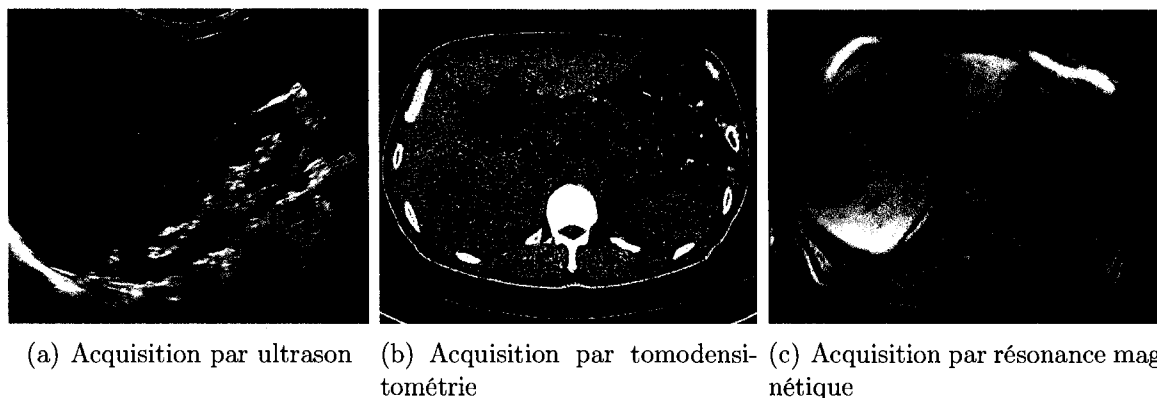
Acquisitions d'images du foie par les différentes techniques d'imagerie. Les figures représentent, de gauche à droite, une acquisition par ultrason, une acquisition par tomodensitométrie et une acquisition par résonance magnétique.
